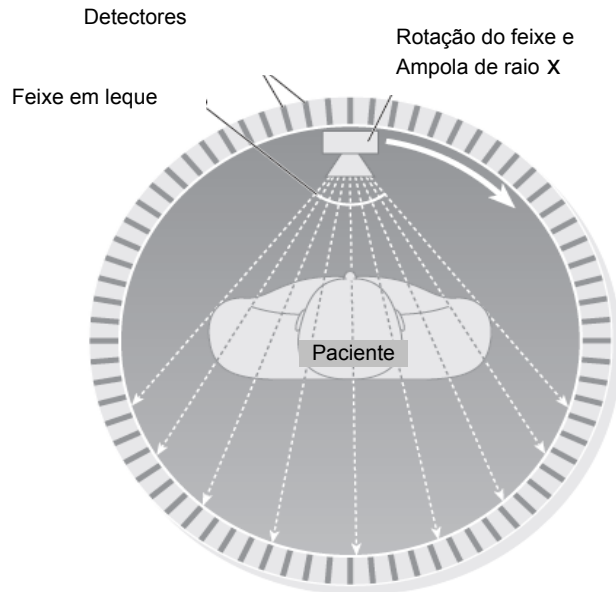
TC Quarta geração, anela de detectores.
